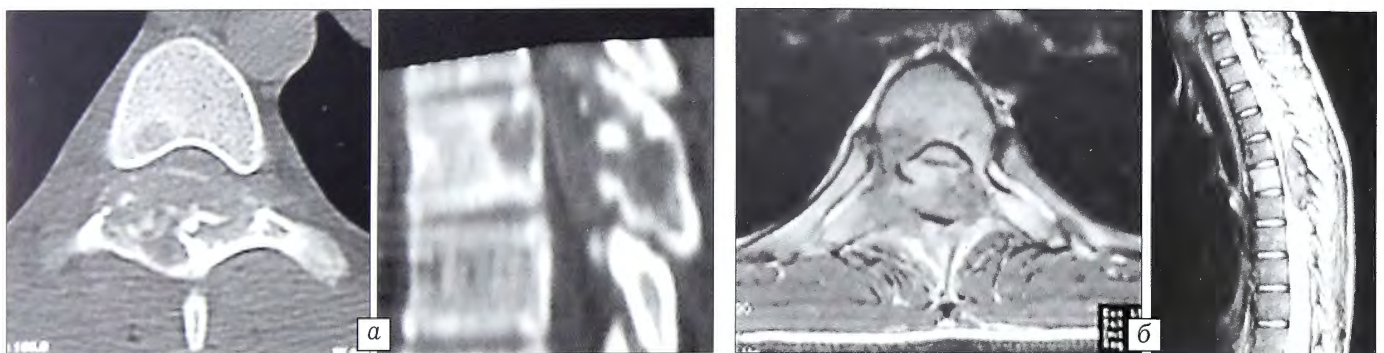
Данные МСКТ (а) и МРТ (б) пациента 15 лет с диагнозом: агрессивная остеобластома Th6-позвонка, нижний парапарез, состояние после оперативного лечения, рецидив.
